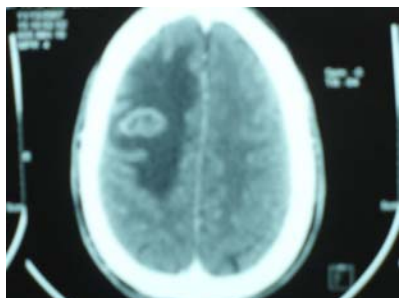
Tomografía axial computarizada que muestra una imagen nodular rodeada de una extensa área de edema que fue interpretada inicialmente como una lesión tumoral de posible etiología metastásica*
